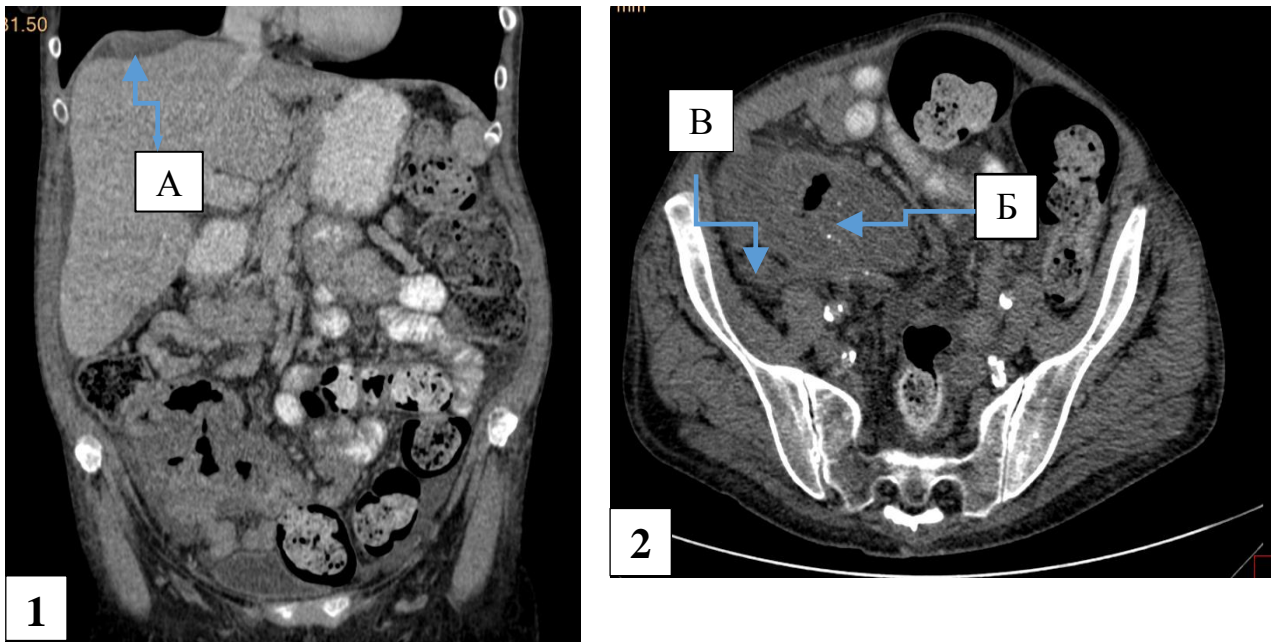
Компьютерные томограммы брюшной полости и малого таза больной М., 66 лет, и/б №830-19: 1) Коронарная проекция: А — карциноматозный узел правого купола диафрагмы, оттесняющий ткань печени; 2) Аксиальная проекция: Б — местно-распространенная опухоль слепой кишки. В — сливные карциноматозные узлы на тазовой брюшине справа
